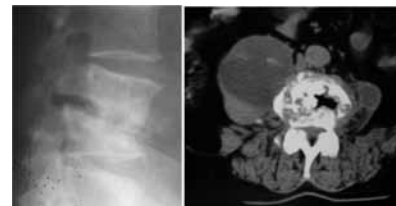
Espondilodiscite L4 - L5 com deformidade cifótica local (Rx) e extenso abscesso do psoas à direita (TAC)
